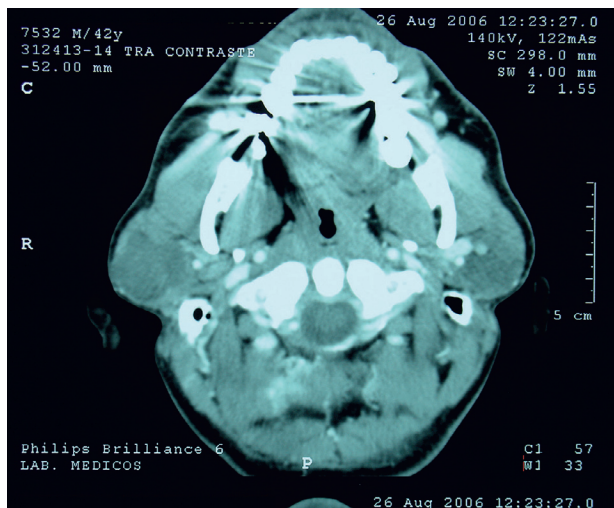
TC cervical, corte axial. Se visualiza tumor levemente hipodenso en glándula parotída derecha: adenoma pleomorfo.
